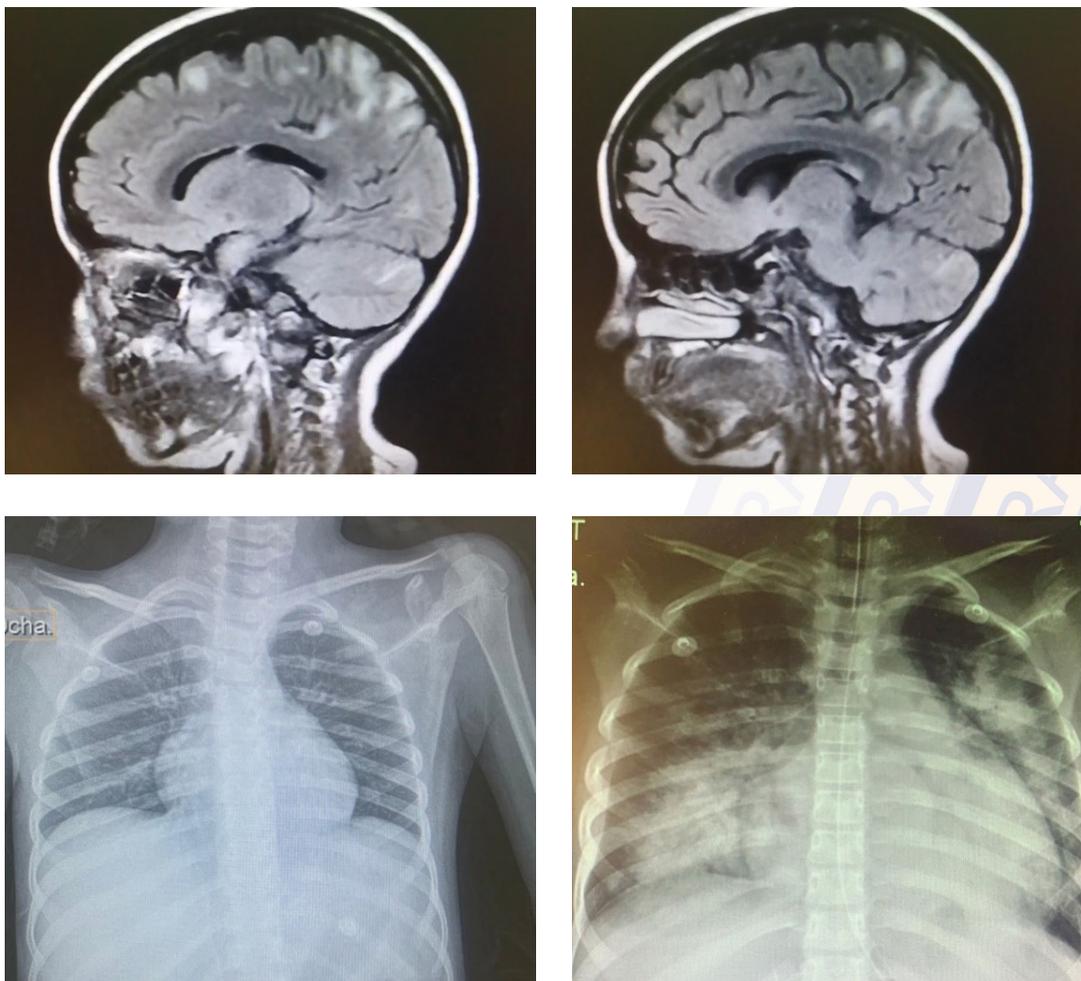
En imágenes superiores IRM con hiperintensidad corticosubcortical. En imágenes inferiores se muestra radiografía de tórax al ingreso (izquierda) y posteriormente con datos sugerentes de hemorragia alveolar difusa (derecha).
